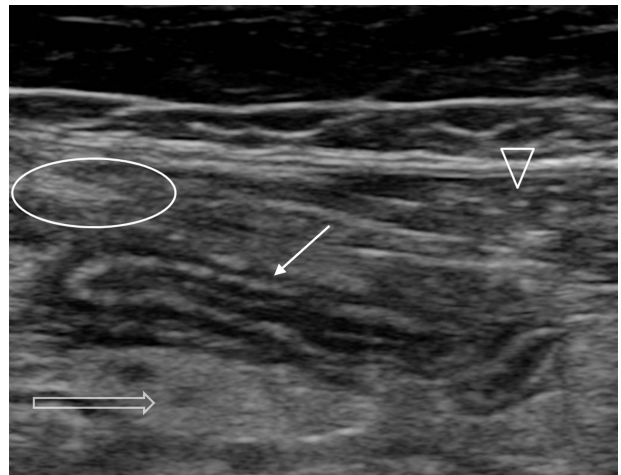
Ecografía: Apéndice (flecha) de 0.45 mm con cambios inflamatorios en la grasa adyacente (flecha hueca), localizado en el espacio de Spiegel (círculo), en situación lateral al músculo recto abdominal derecho (cabeza de la flecha).
